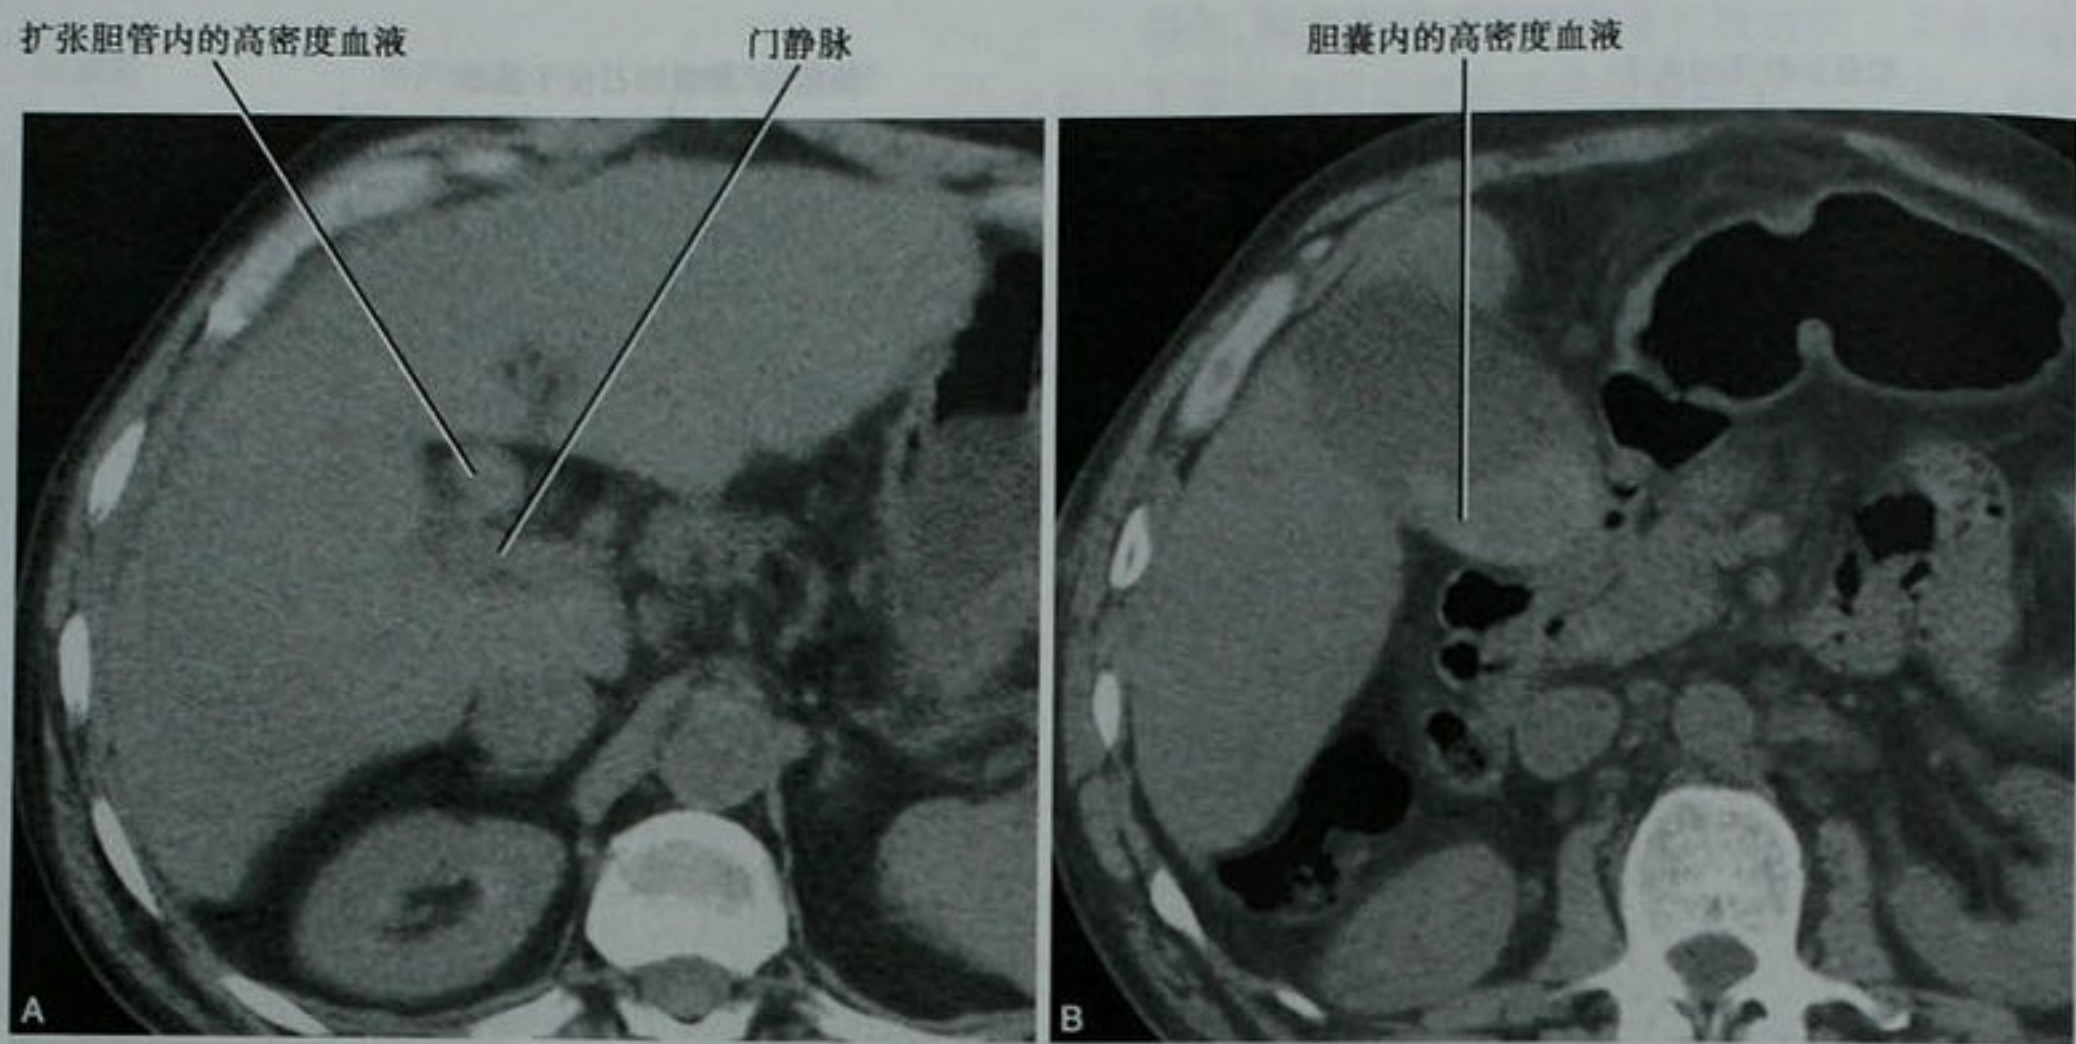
近肝顶的肝细胞肝癌射频治疗后的 CT 平扫图像,显示肝总管(A)和胆囊(B)内高密度的血液
